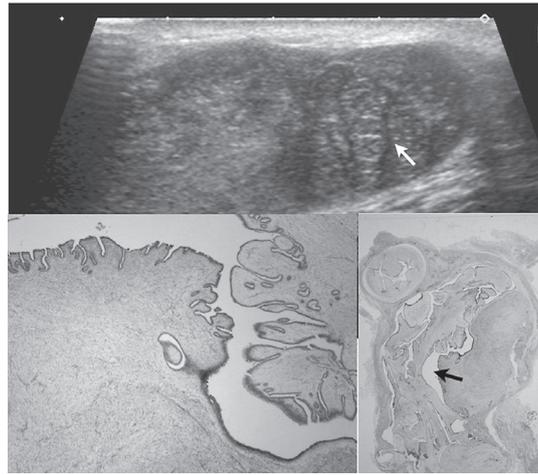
上：増大傾向のある腫瘍内部に、索状低エコー像がみられる（白矢印）。
